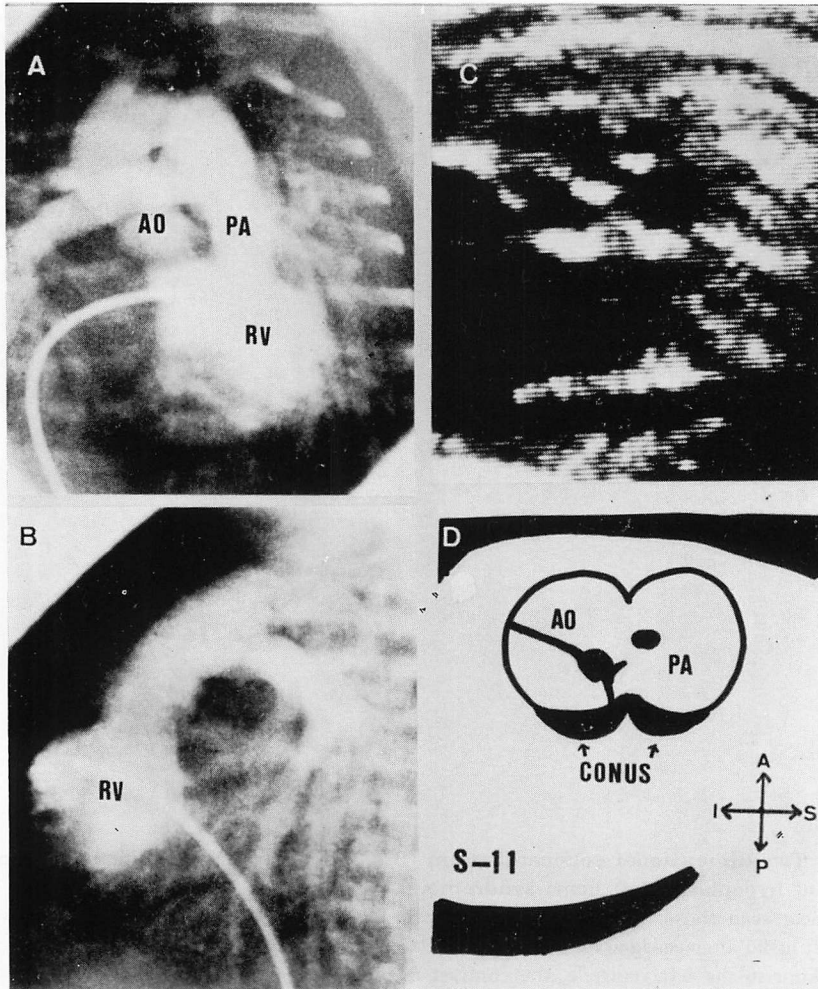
Two-dimensional echocardiogram (right) and right ventricular angiogram (left) in a patient with mitral atresia and double outlet right ventricle.
